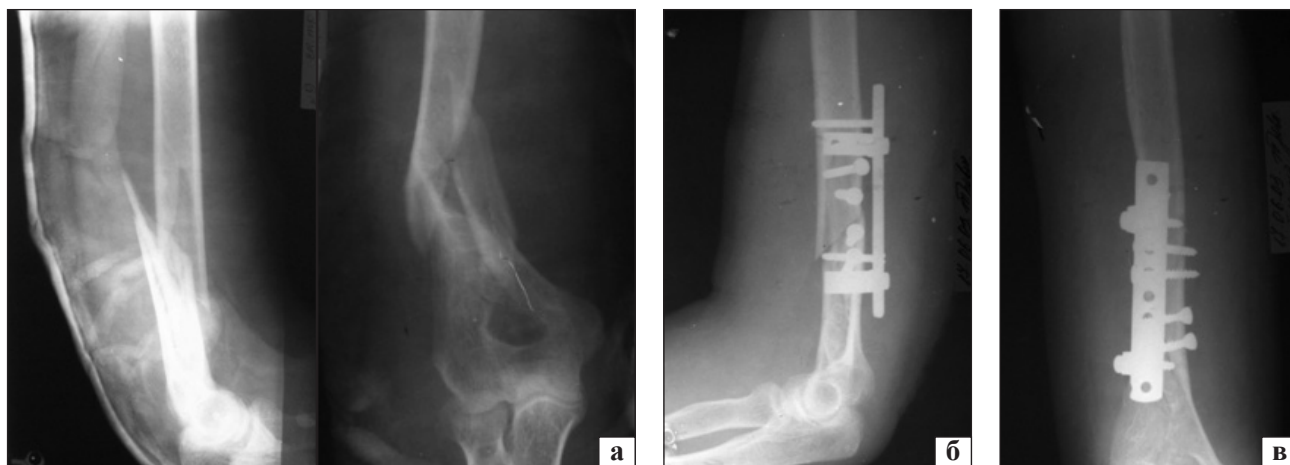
Рентгенограми хворого Д.: а) на момент госпіталізації, косий багатотламковий ПДВПК зі зміщенням за віссю; б) після остеосинтезу ПФКВ; в) через 3 міс. після операції
